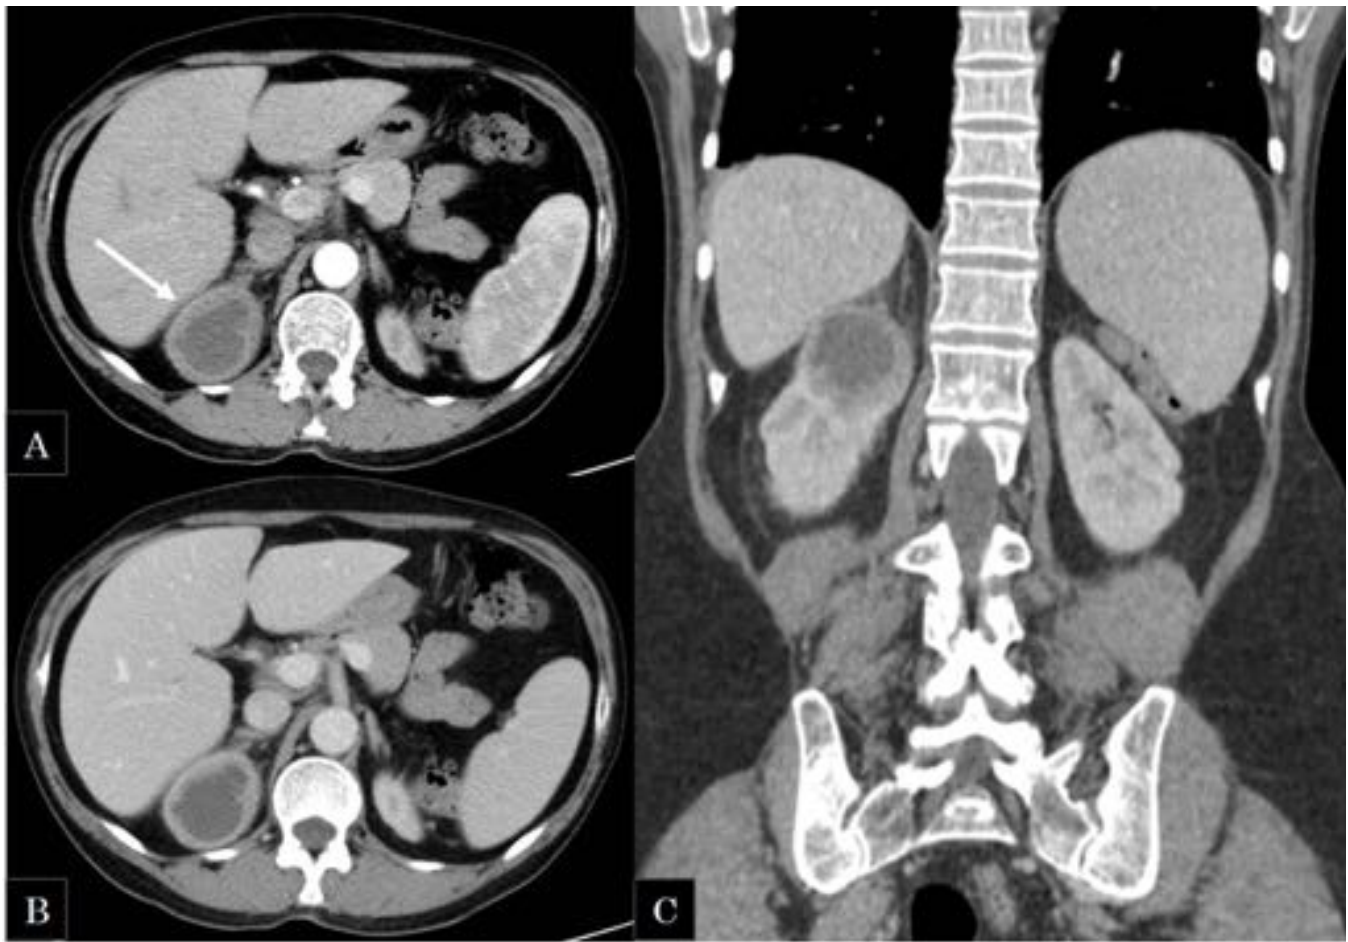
Paciente inmunodeprimida con bacteriemia por BGN de probable foco urinario. TC abdominal con CIV (A y B). Imágenes axiales: en el polo superior del riñón derecho se observa una lesión de morfología redondeada con valores de atenuación líquido, que muestra pared engrosada de bordes irregulares, y que realza intensamente tras la administración de CIV, así mismo asocia una mínima trabeculación de la grasa del espacio pararenal posterior. Hallazgos compatibles con absceso.
